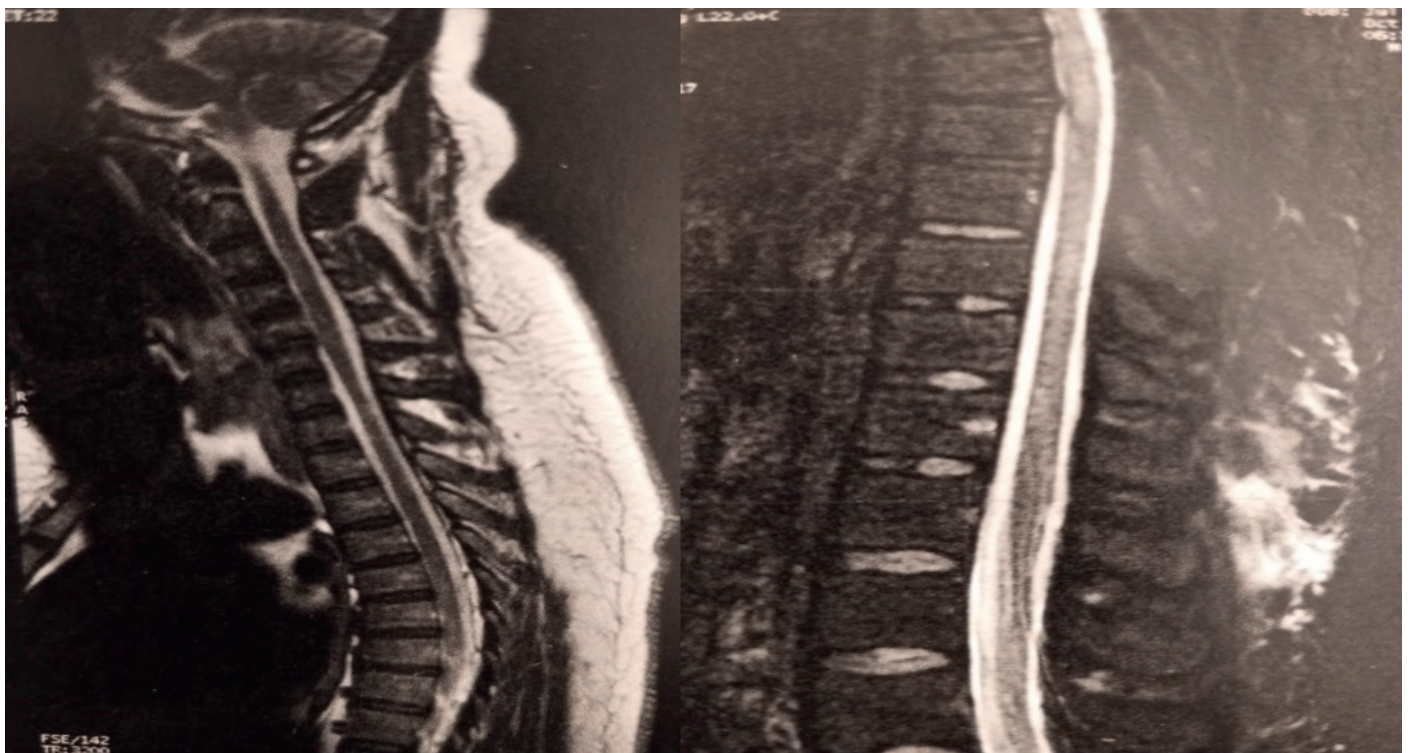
IRM médullaire cervico-dorsale et dorso-lombaire en coupe sagittale séquence T2 mettant en évidence de multiples lésions cervico dorsale et du cône terminal et une atrophie médullaire en regard de C7 à D1
